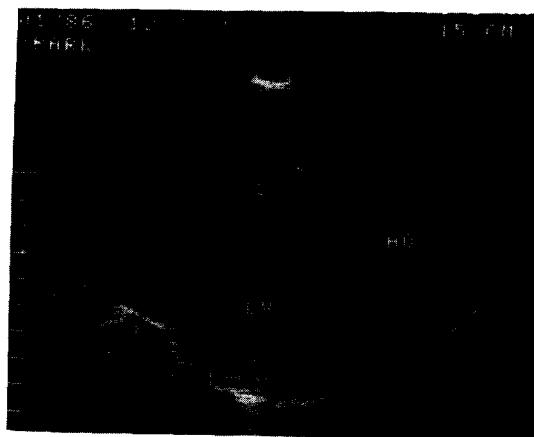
Postop 2-D Echocardiogram
